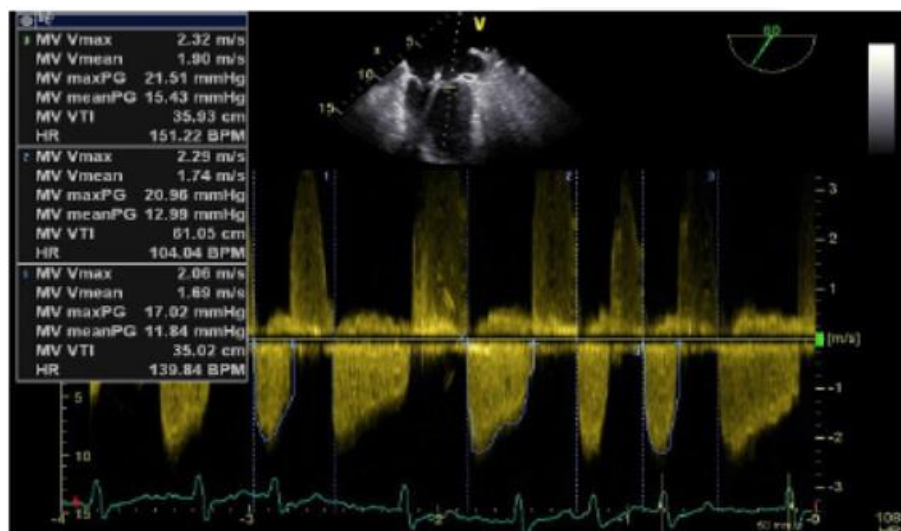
Echokardiographische DG Bestimmung, CW-Doppler TEE, EchoPac-Software. Die Registrierung zeigt eine Mitralstenose.
